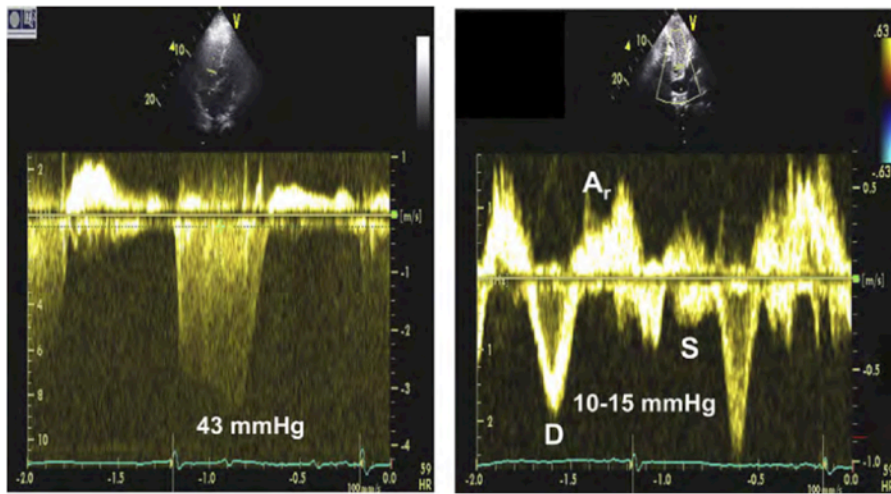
一例HFpEF患者，连续多普勒（CW）（左）测得三尖瓣反流（TR）流速为3.3m/s和肝静脉血流频谱（右）。右室-右房压力阶差为43mmHg，舒张期肝静脉主要前向血流符合右房压（10-15mmHg）升高表现。所以，估测肺动脉收缩压（PASP）为53-58mmHg。在未患有心脏疾病的正常老年人群中，肝静脉主要前向血流出现在收缩期。当右房平均压力升高时，血流模式发生转变以致肝静脉主要前向血流出现在舒张期。另外，由于右心房收缩作用，在右房和肝静脉之间产生正向压力阶差，出现了反向心房波（Ar），其振幅增加、持续时间延长，提示右房压升高。（Nagueh SF, Kopelen HA, Zoghbi WA. Relation of mean right atrial pressure to echocardiographic and Doppler parameters of right atrial and right ventricular function. *Circulation* 1996;93:1160-9; Rudski LG, Lai WW, Afilalo J, et al. Guidelines for the echocardiographic assessment of the right heart in adults: a report from the American Society of Echocardiography endorsed by the European Association of Echocardiography, a registered branch of the European Society of Cardiology, and the Canadian Society of Echocardiography. *J Am Soc Echocardiogr* 2010;23:685-713).
